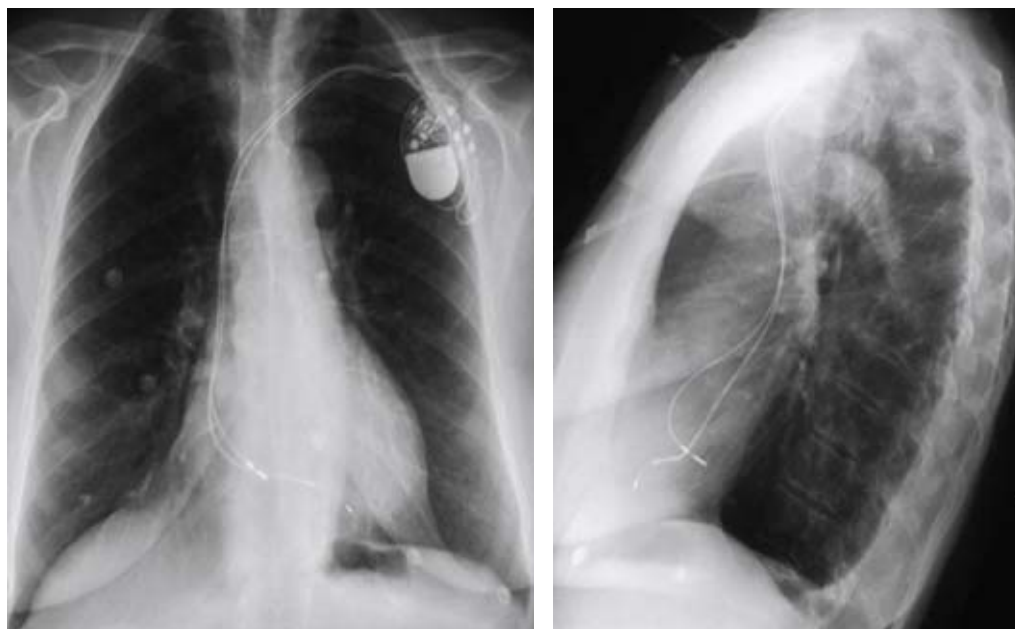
Radiografías de tórax AP y lateral : Marcapasos bicameral con cable auricular en el septo posterobasal y cable ventricular en ápex de VD. En la lateral se comprueba la posición posterobasal del cable auricular y el amplio bucle que describe en la aurícula.
